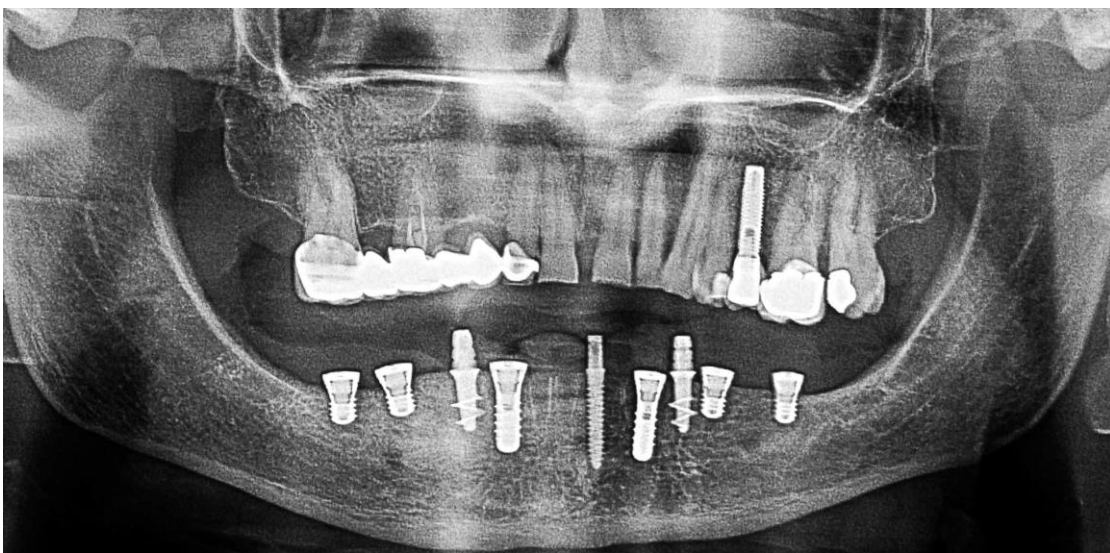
Ortopantomografía tras la inserción de implantes dentales.
